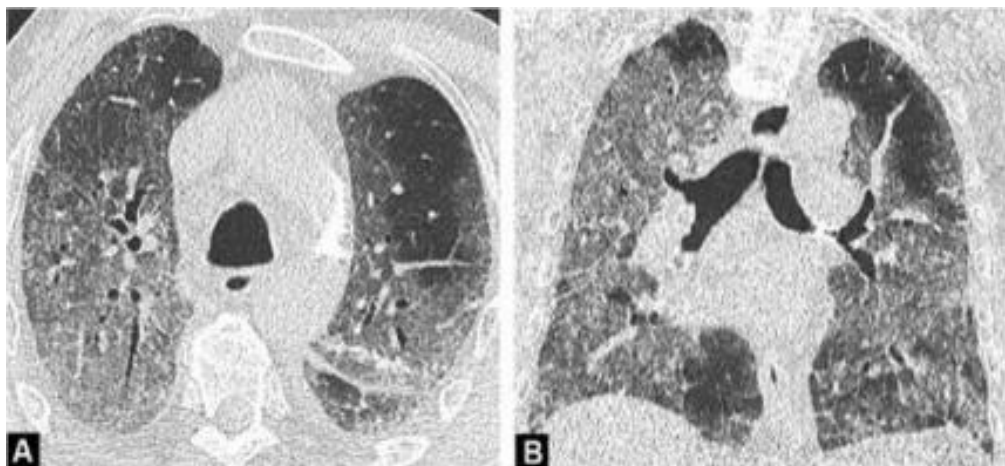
Imagem de TC sem contraste em uma mulher de 50 anos com sintomas ligeiros de covid-19. Doente com asma sem sintomas respiratórios e febre.
